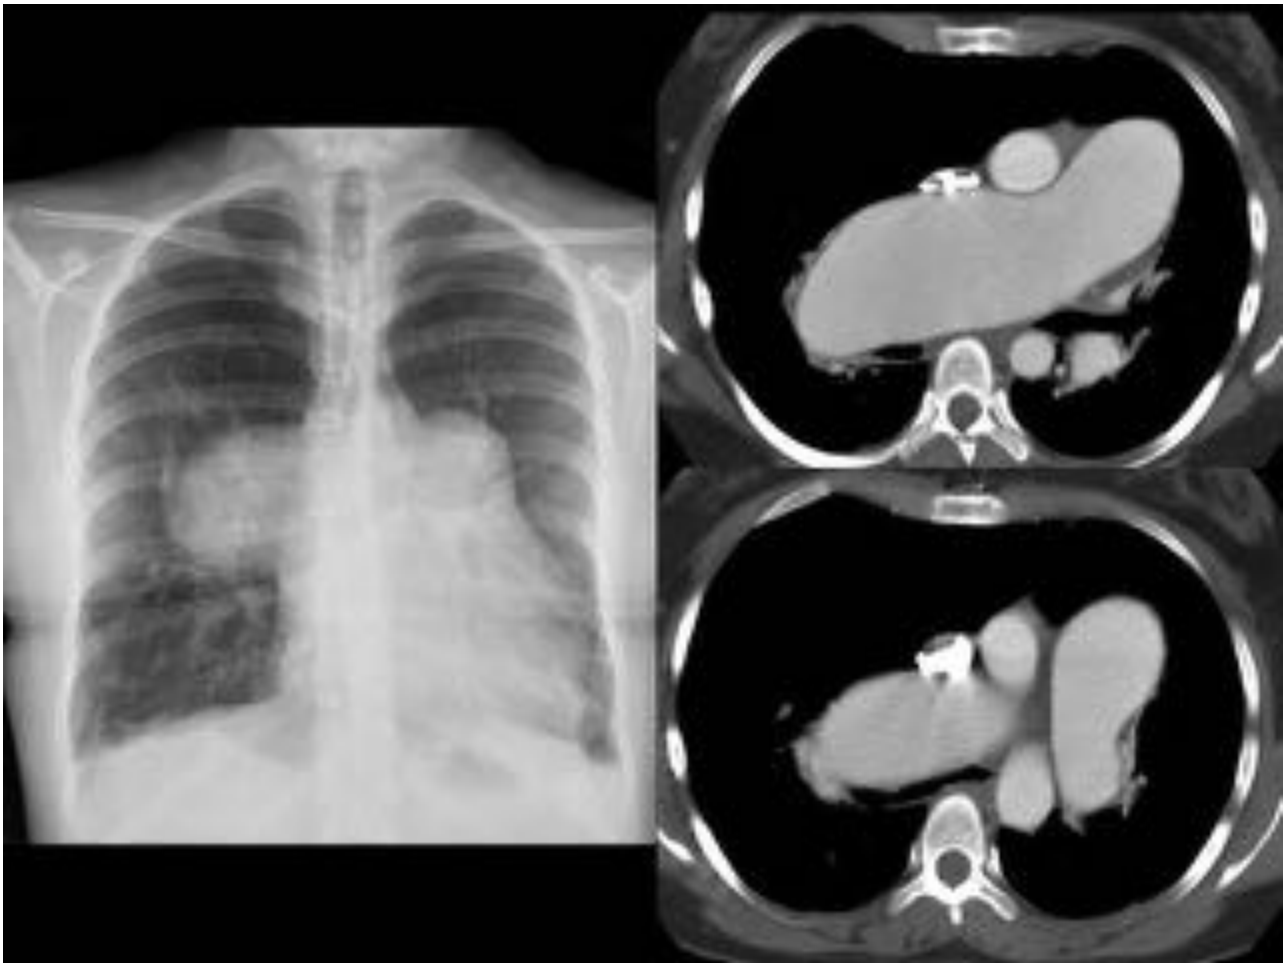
Paciente mujer de 23 años con HTP severa. CIV y CIA tratadas. Una radiografía simple de tórax PA y dos cortes axiales de TC muestran un importante aumento de tamaño de la arteria pulmonar.
